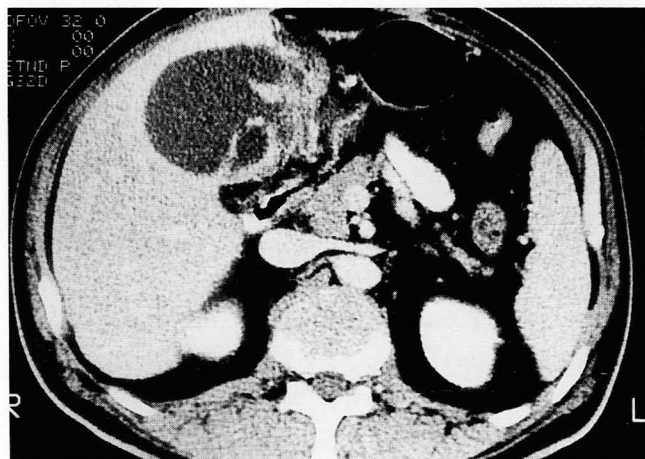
A 55-year-old male with complicated cholecystitis. Enhanced CT image shows gallbladder wall is regularly thickened and gallbladder lumen is markedly distended.
